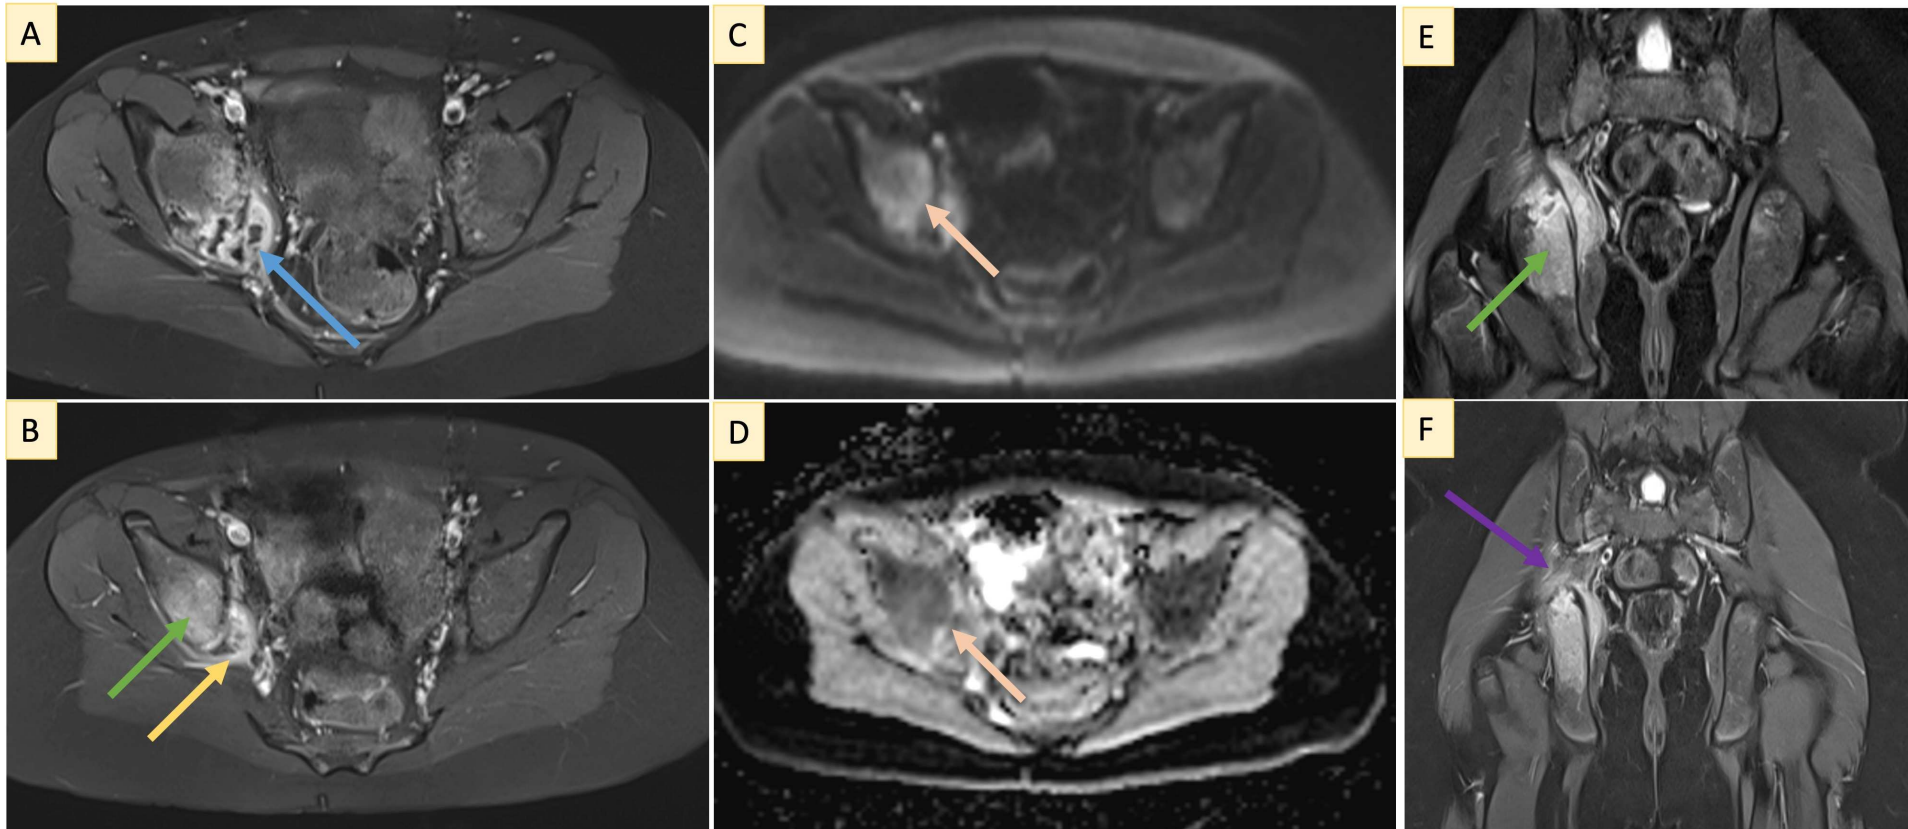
La RM de pelvis muestra edema óseo que afecta a la pala ilíaca, al techo acetabular y al cuerpo del isquion derechos, con erosión lítica, irregularidad cortical, alteración de la señal y realce patológico del isquion; asocia engrosamiento y alteración de la señal del músculo obturador interno ipsilateral con formación de absceso intramuscular; el músculo piriforme muestra edema sin absceso; (A) Secuencia transversal T1 TSE SG post-contraste muestra alteración de la señal y absceso en el músculo obturador interno (flecha azul); (B) Secuencia transversal T1 TSE SG post-contraste con supresión muestra alteración de la señal ósea (flecha verde) y engrosamiento del músculo piriforme (flecha amarilla); (C, D) Difusión ($b = 800$) y mapa ADC que muestran restricción a la difusión que afecta tanto al hueso como a los planos musculares (flecha naranja); (E, F) Secuencias coronales TSE Dixon water-only que muestran afectación ósea y muscular con edema en ambos compartimentos (flecha verde), con infiltración del músculo piriforme a lo largo de sus fibras al paso por el foramen ciático mayor (flecha morada)
